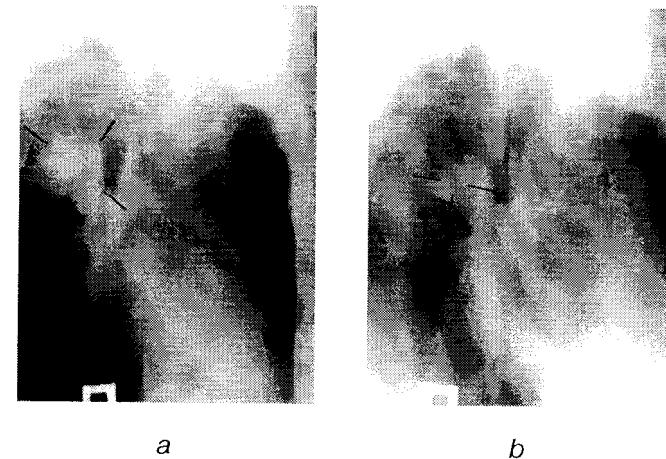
Опухолевый узел верхней доли правого легкого, по данным рентгенотомограммы, до лечения (а) и после 4 курсов лечения гемцитабином (б).
